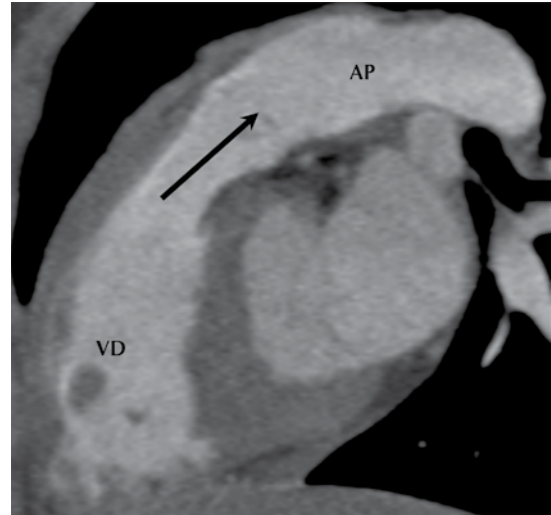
Tomografía cardíaca, corte sagital: permeabilidad de la válvula del ventrículo arterial derecho (válvula pulmonar).
